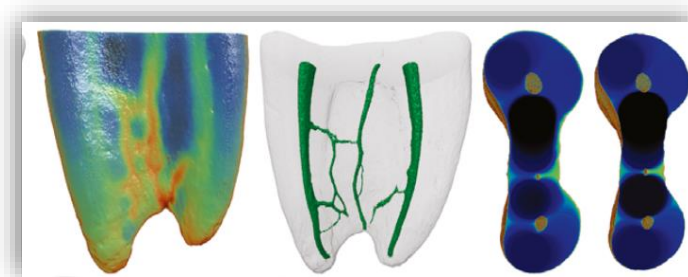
Imágenes obtenidas de una Micro CT. – Fuente: Ali Keles <sup>13</sup>.
